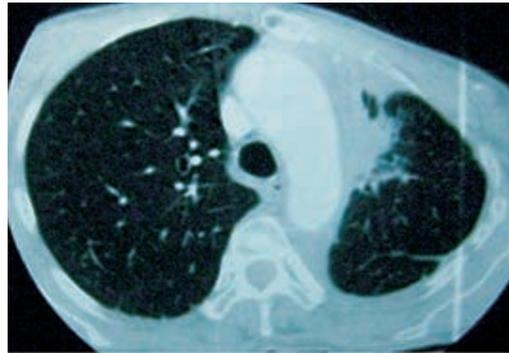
TAC (16/04/07) após 2,5 meses de erlotinib
